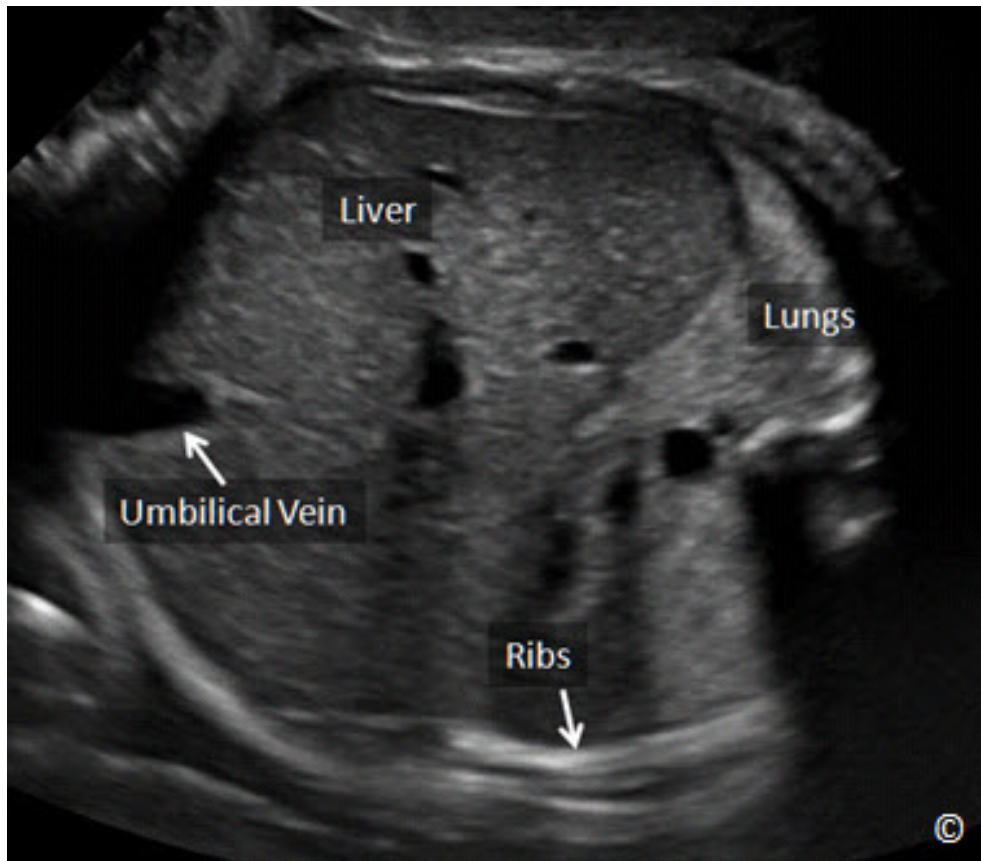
Las variaciones en la escala de grises de una imagen de ultrasonido en 2D de un abdomen fetal durante el segundo trimestre. Observe las costillas hiperecoicas y tejido pulmonar, un hígado hipoecoico y la vena umbilical anecoica. La intensidad del haz que regresa al transductor determina ecogenicidad.
